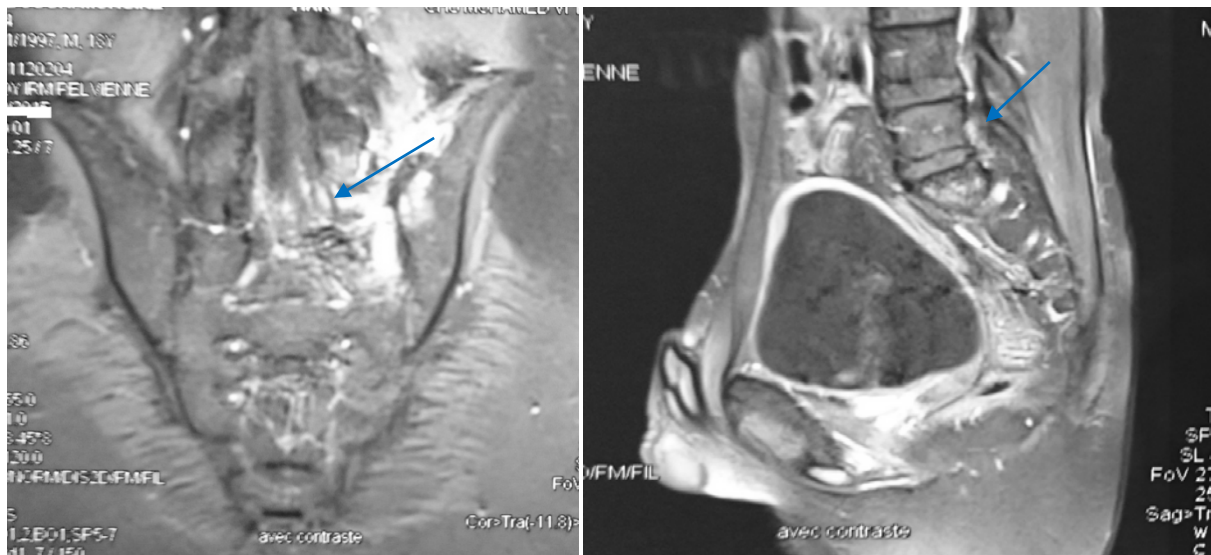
IRM pelvienne: sarcome d'Ewing sacré des 3 premières vertèbres sacrées en hypersignal en T2 avec envahissement endocanalaire (flèche) et des PM
